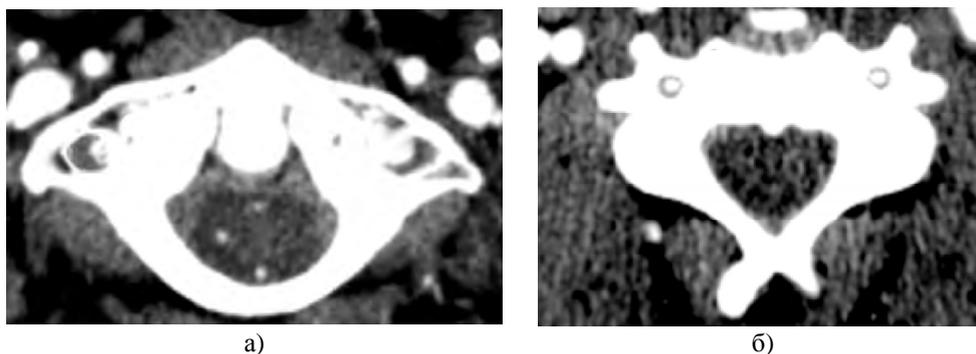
Магнитно-резонансная томограмма: а – поперечное отверстие овальной формы ( $C_I$  женщины 48 лет); б – округлое отверстие ( $C_V$  мужчины 45 лет)
